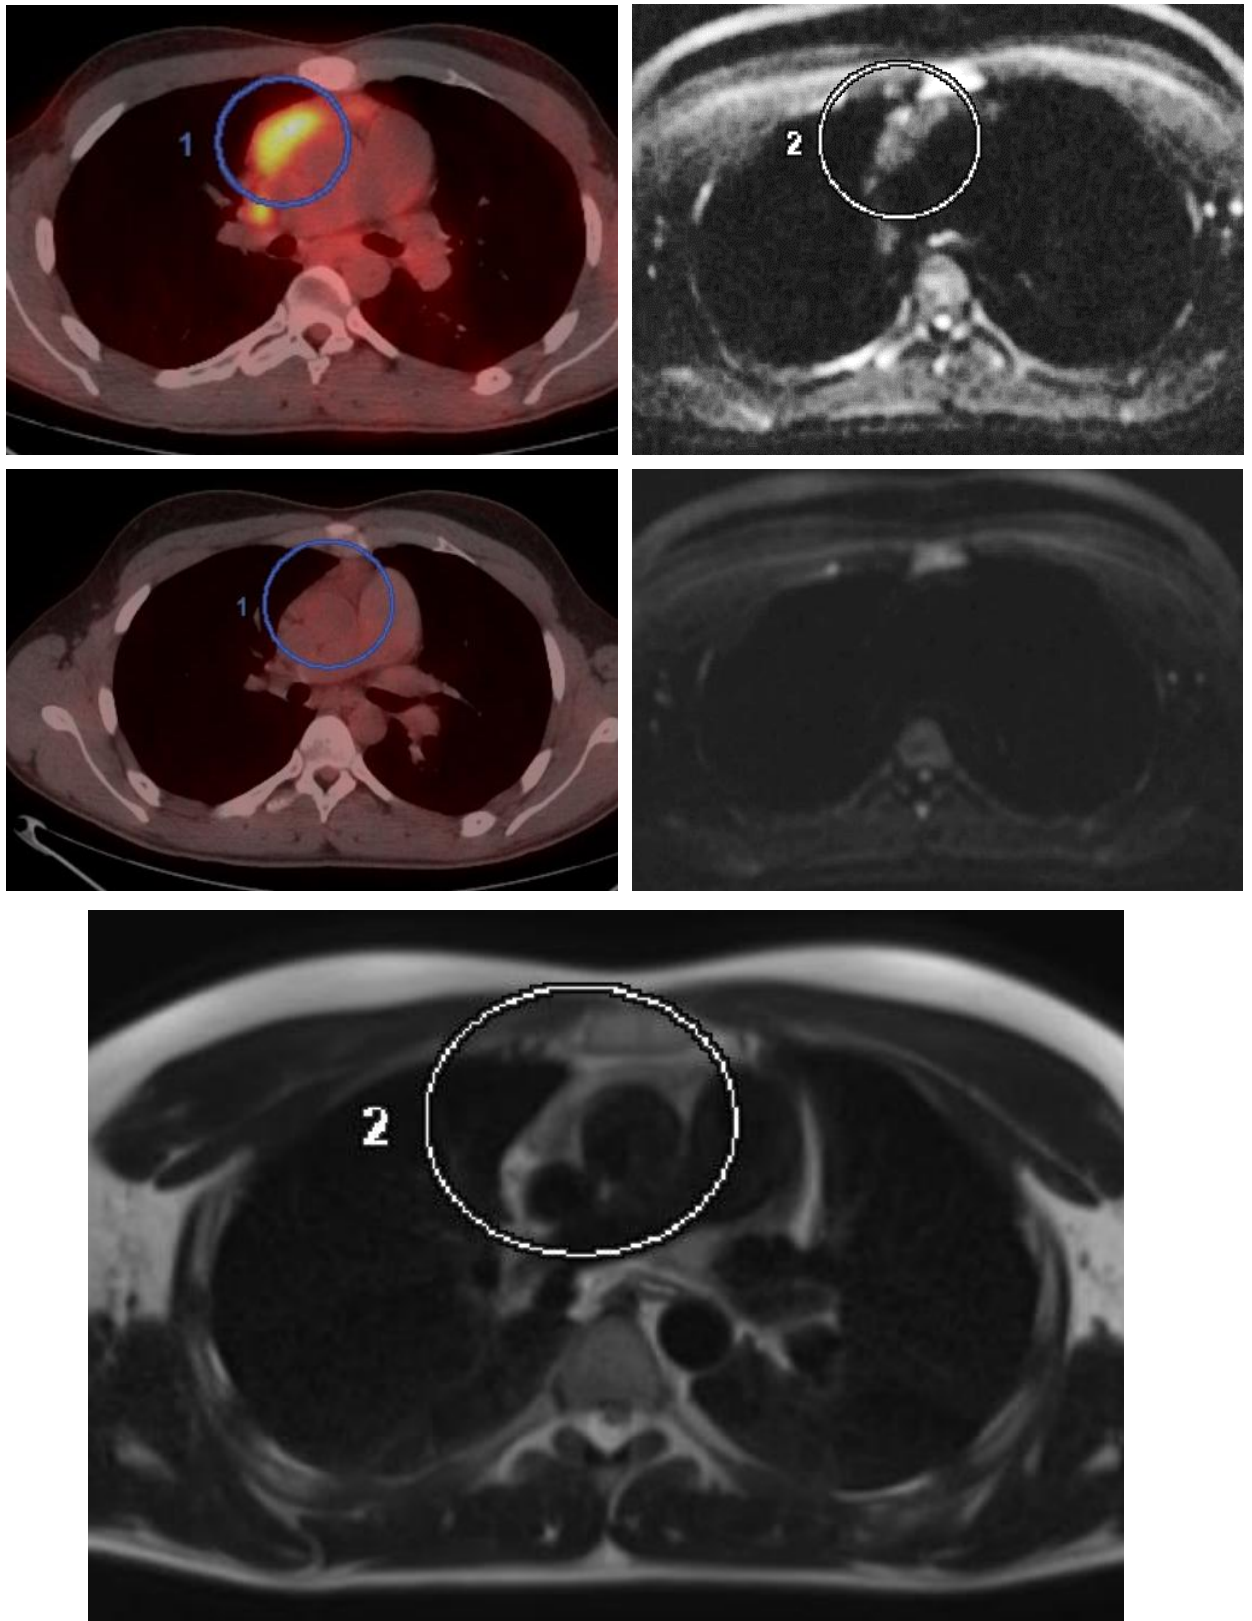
Лимфома Ходжкина, нодулярный склероз второго типа, IA стадия с поражением ВГЛУ. ХТ АВВД, 6 курсов. 2 балла по ПЭТ-шкале. Субтотальный регресс опухолевой ткани в переднем средостении.
